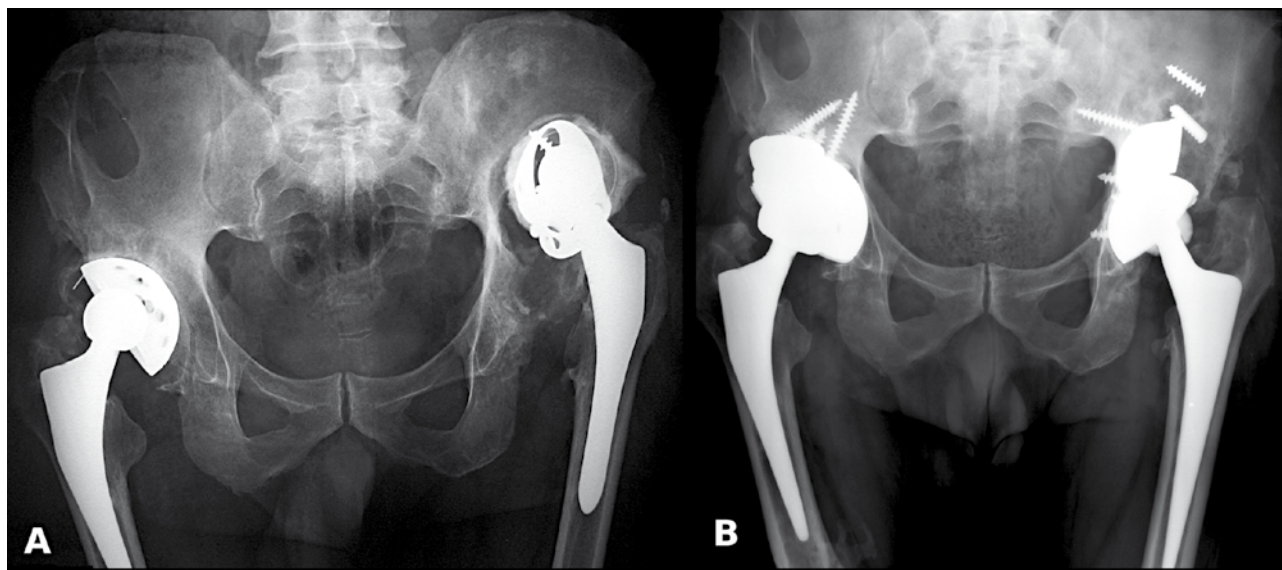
Radiografia pré-operatória com uma falência de artroplastia da anca, com defeito acetabular grau IIIa à esquerda e grau IIb à direita de Paprosky (A). Radiografia aos 76 meses após revisão da artroplastia esquerda e 41 meses após revisão da artroplastia direita (B).
